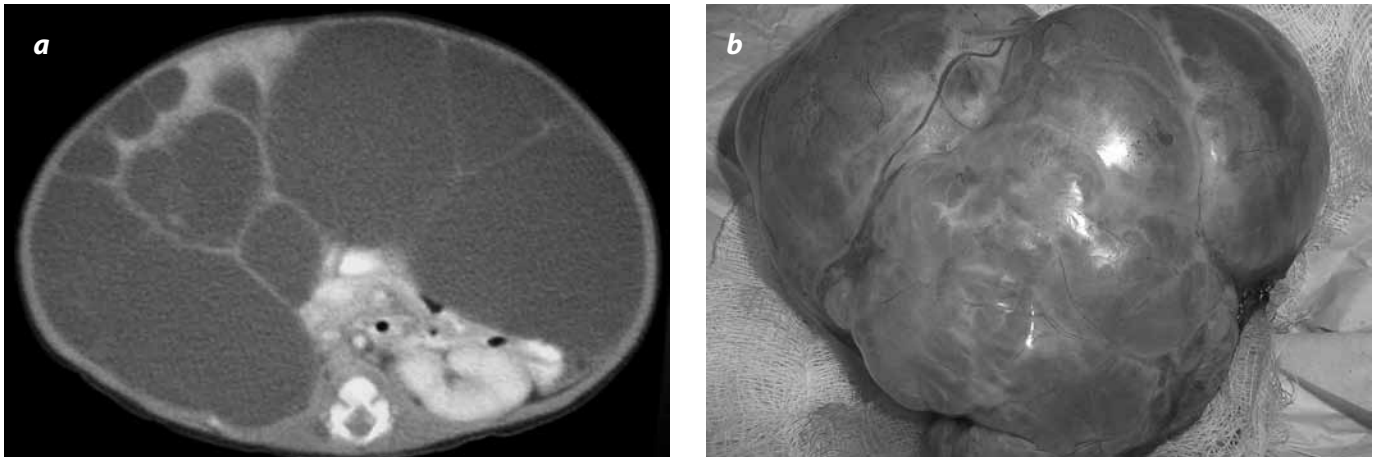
Quiste hepático. Imagen por TC donde se observa una gran lesión quística (a) que ocupa el parénquima hepático casi en su totalidad, multiseptada, sin calcificaciones ni áreas de sangrado. (b) Espécimen quirúrgico que confirma las características descritas de la lesión.
